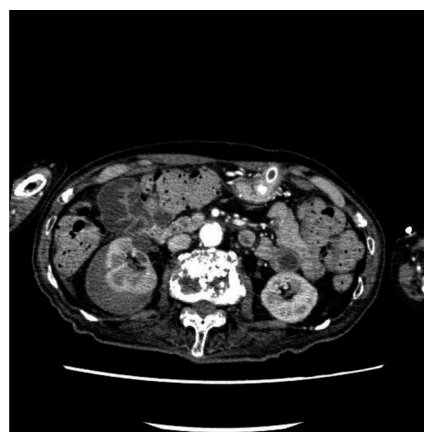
Case 5: Enhanced CT shows a renal subcapsular hematoma in horizontal section (A).
